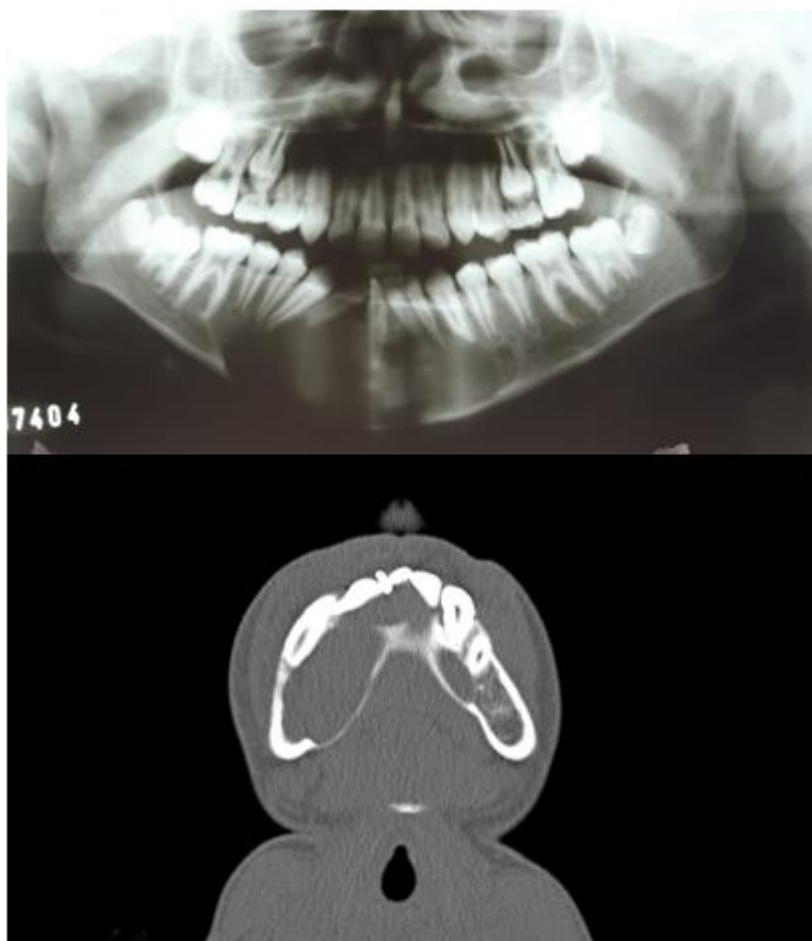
Radiografia panorâmica revelando grande lesão radiolúcida e unilocular, sugerindo o diagnóstico de ameloblastoma unicístico e tomografia computadorizada, mostrando lesão expansiva com perda óssea cortical importante.
